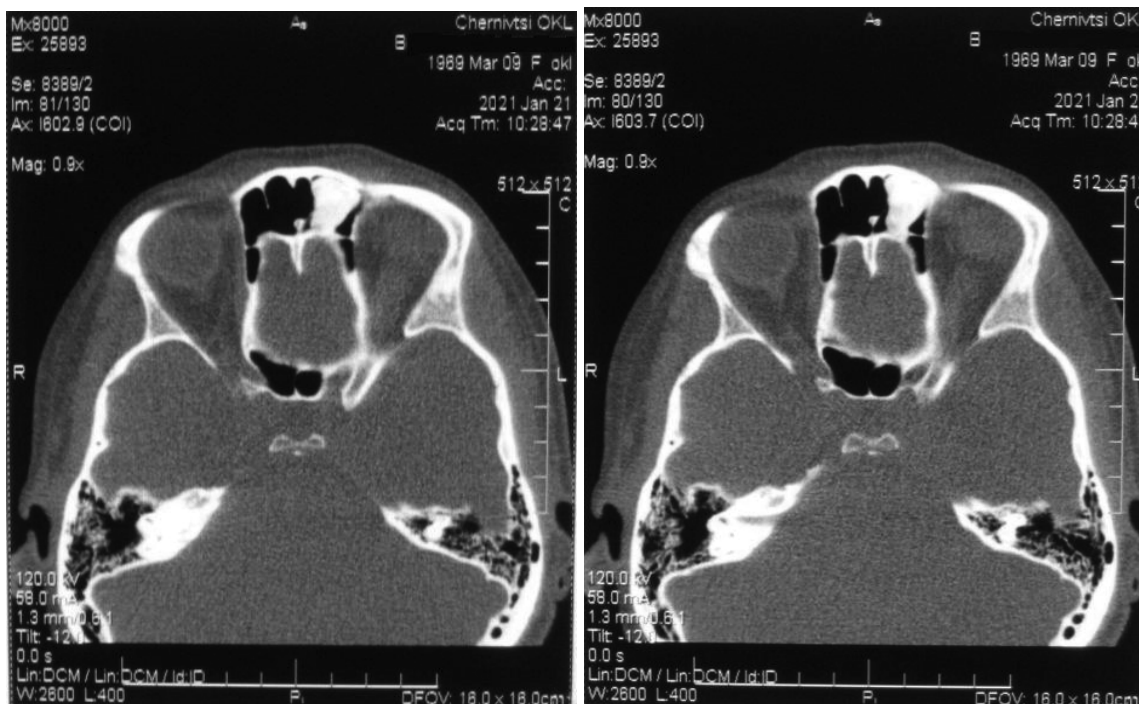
КТ лобових пазух
